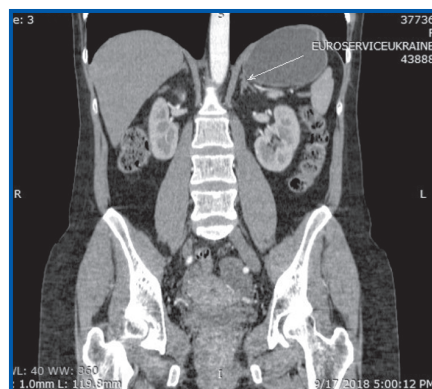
КТ надниркових залоз, фронтальний зріз
